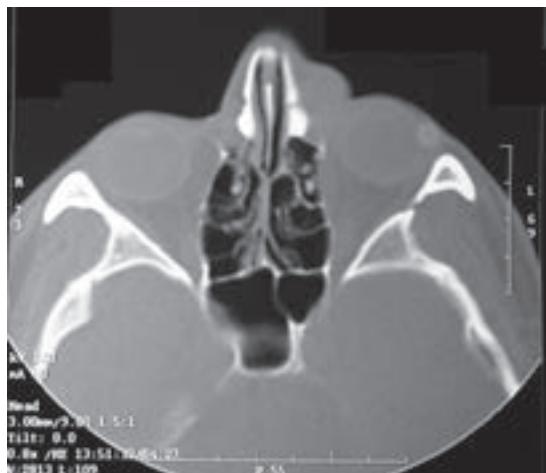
Tomografía axial computada que muestra un tumor inferonasal bien delimitado de densidad homogénea que no erosiona estructuras óseas del reborde orbitario.
